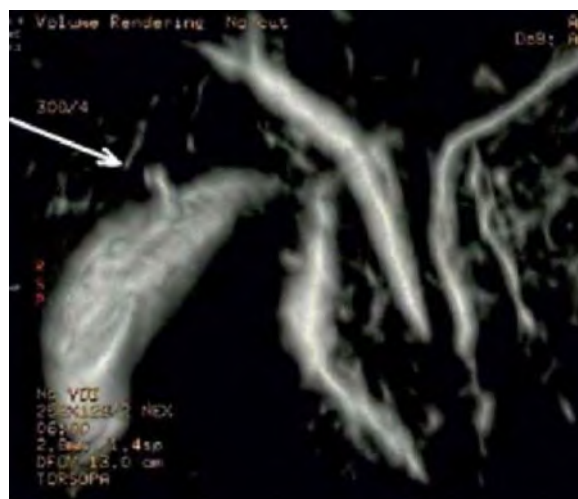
МРТ холангіограмія - аберантні жовчні ходи.
